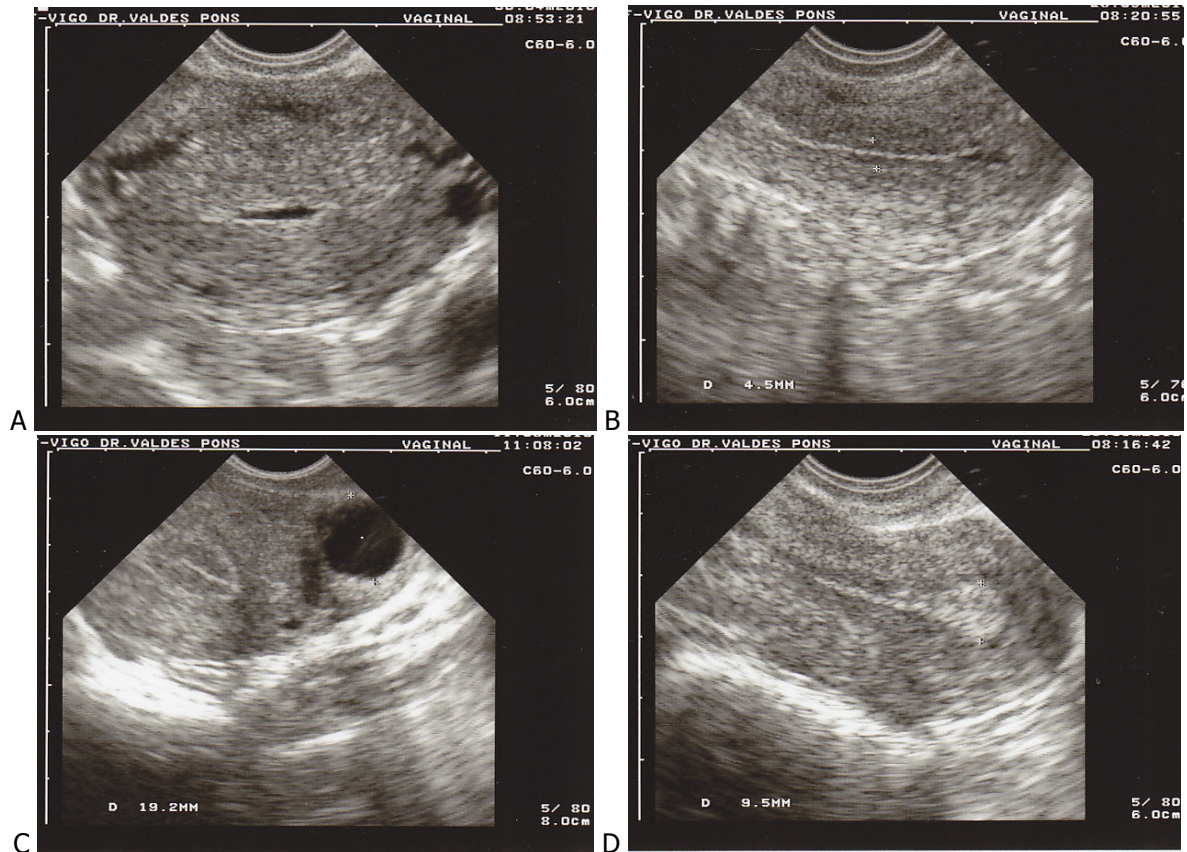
Ecografías vaginales: imagen del endometrio en fase menstrual (imagen A), en fase proliferativa del día 5 de un ciclo de 28 (imagen B), en fase periovulatoria del día 12 de un ciclo de 28 con folículo preovulatorio (imagen C) y secretora del día 22 de un ciclo de 28 (imagen D)
